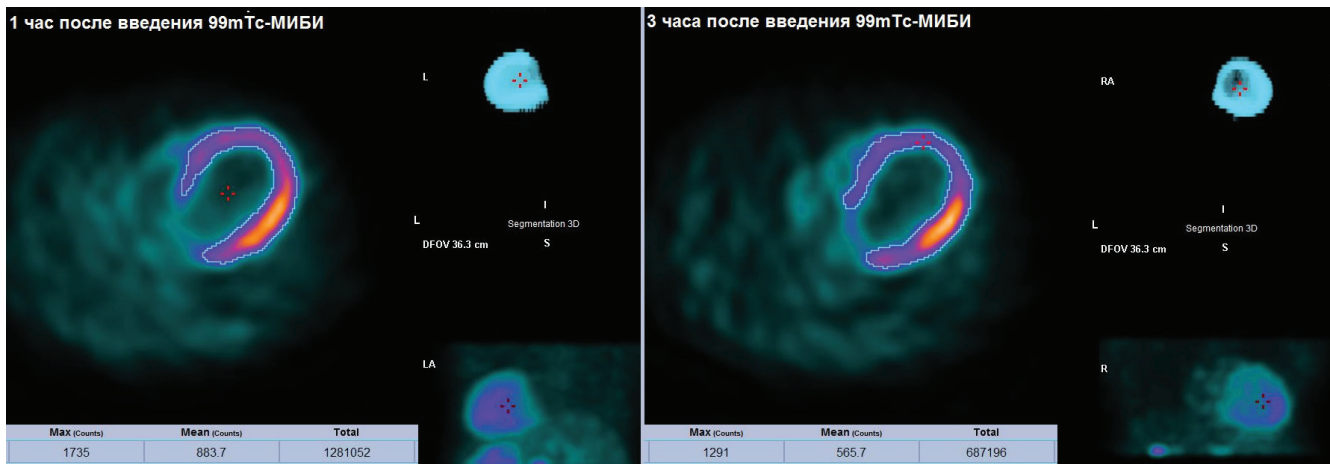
Перфузионные скintiграммы пациента с ХСН, выполненные через 1 и 3 ч после введения ^{99m}Tc -МИБИ. Выделена зона интереса вокруг миокарда ЛЖ.
